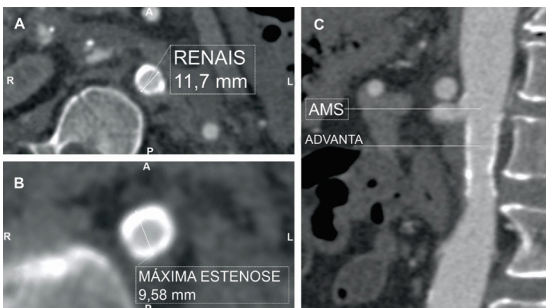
Reconstrução em *maximum intensity projection* (MIP) da angiotomografia pós-operatória de controle demonstrando os mesmos cortes da Figura 2: um corte coronal ao nível das artérias renais, evidenciando o aspecto do implante do stent (A), e cortes axiais demonstrando o diâmetro aórtico ao nível das artérias renais (B) e o diâmetro no ponto de maior estenose (C). AMS = artéria mesentérica superior.
